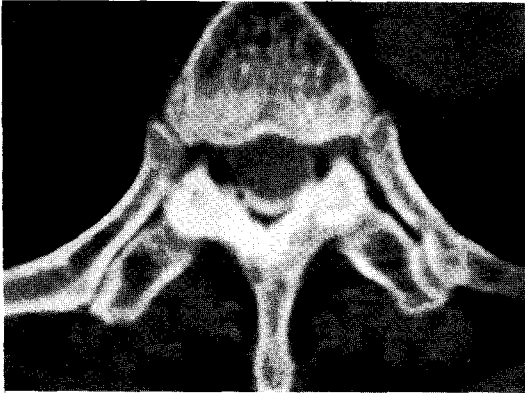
Computed tomographic scan of thoracic spine appears to qualify for a subdural pattern of spread, because the layer of dye exclusively follows the dural contour.
